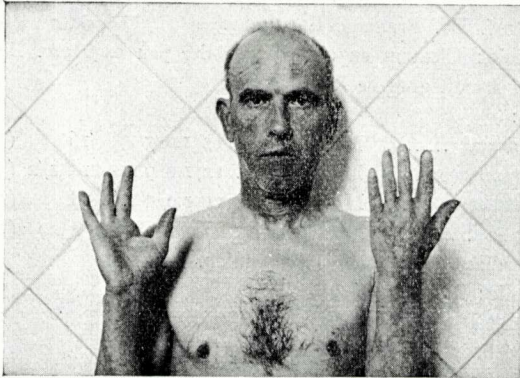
Avans de començar la röntgenoterapia
